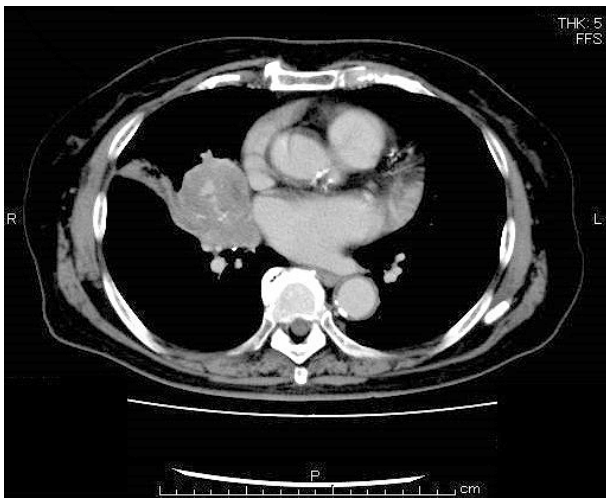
Chest computed tomography (CT) showed a mass lesion in the right middle lobe.
